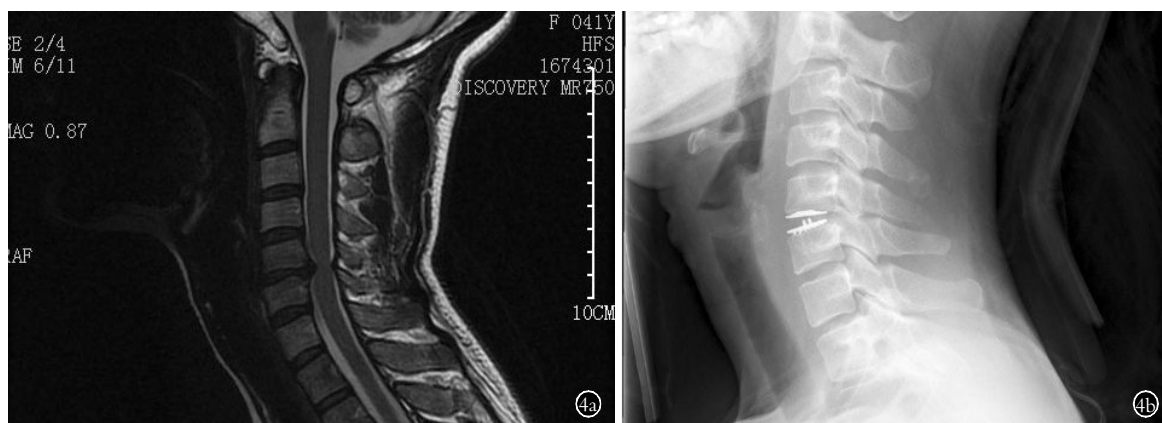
女,41 岁,双手麻木 3 个月 4a. 术前 MRI 检查示: C_{5,6} 椎间盘突出 4b. 人工颈椎间盘置换术后 1 个月 X 线片
